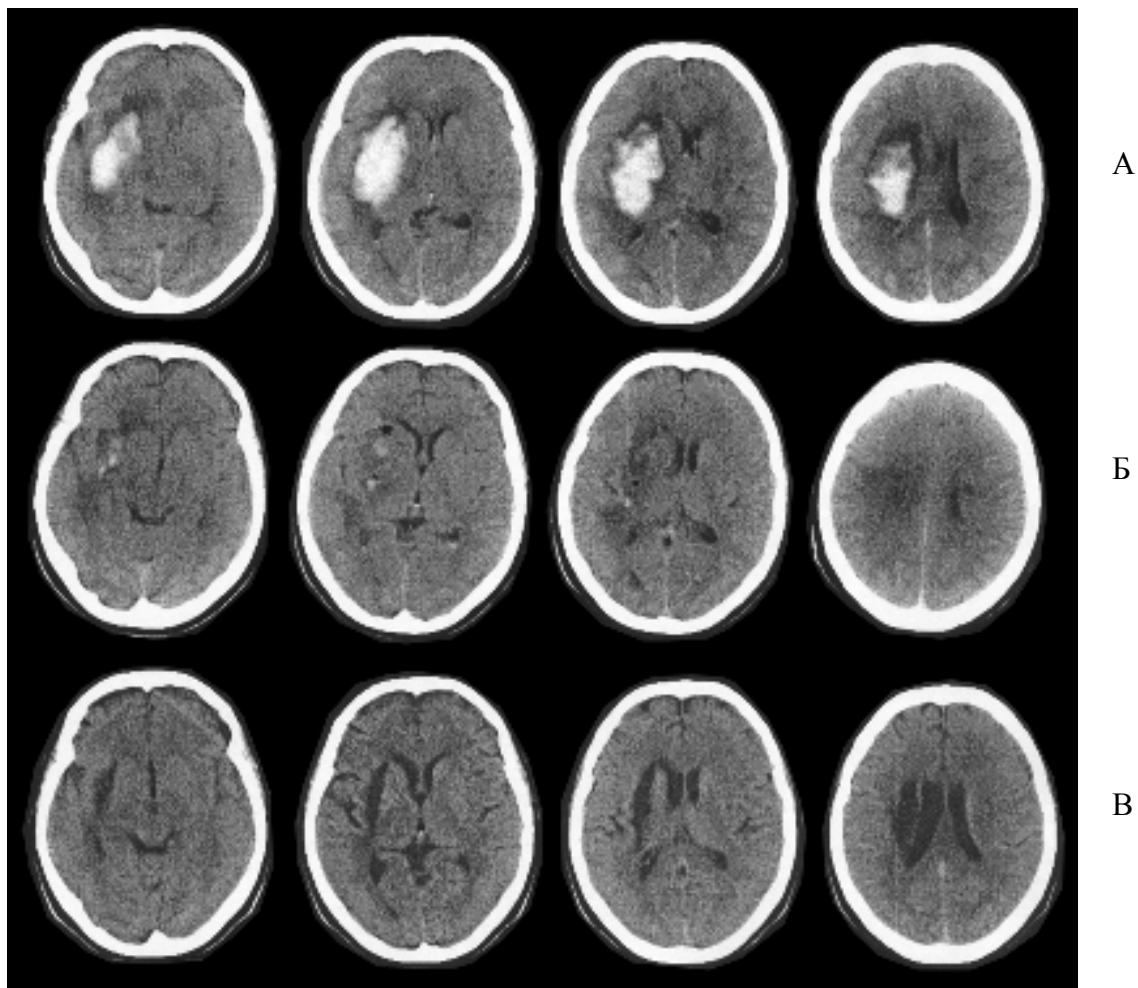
КТ головного мозга. Латеральная гематома объемом 45 см³.
